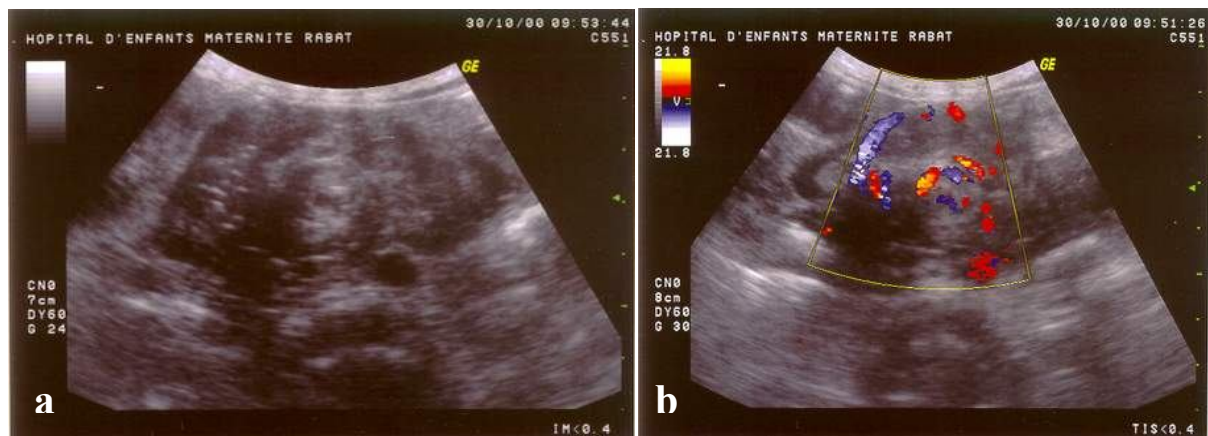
A. Echographie abdominale mettant en évidence l'anse volvulée sous forme d'une masse interaortico-cave hétérogène, avec des zones hypo et hyperéchogènes. B. Echo-doppler montrant la spire de torsion des vaisseaux mésentériques supérieurs (Whirlpool sign)
